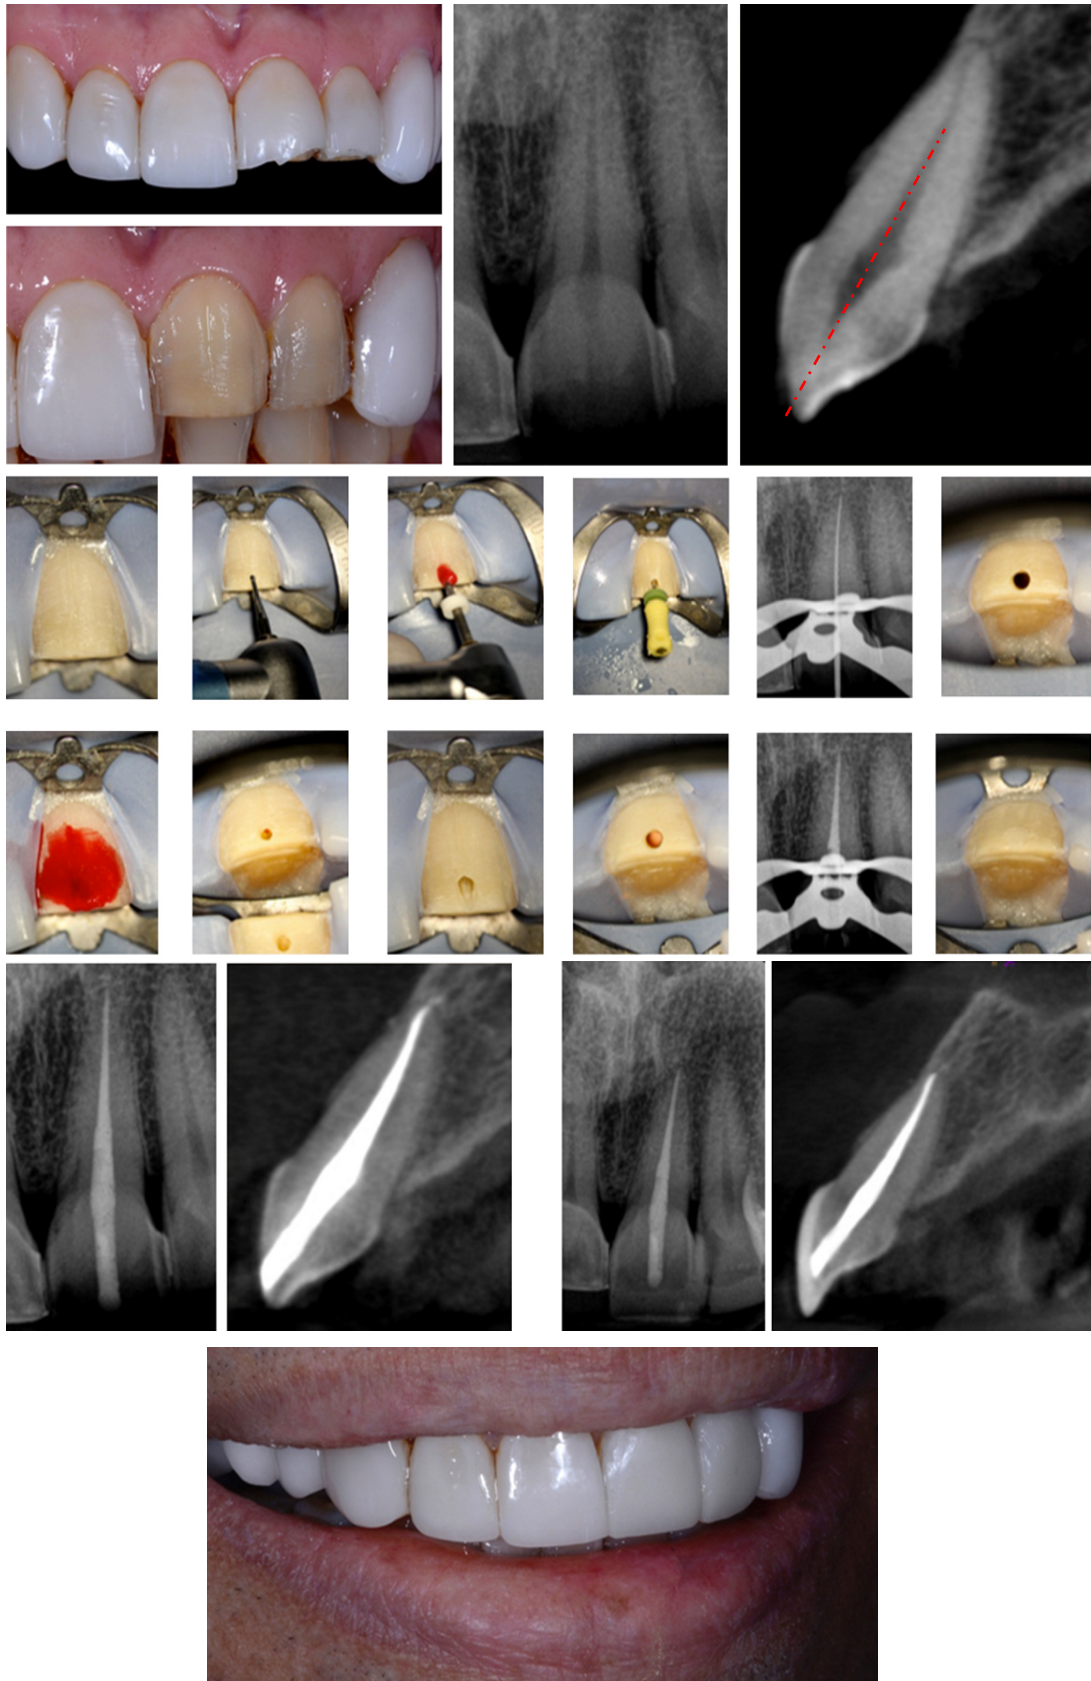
Photographies intra-buccales de la dent n°21 associées aux radiographies rétro-alvéolaires et coupes de CBCT mettant en évidence l'intérêt de l'abord vestibulaire dans ce cas. Cet abord est jugé plus judicieux pour le traitement endodontique de 21 car il respecte l'axe de la chambre pulpaire. Une facette sera réalisée à terme (source : Bóveda et Kishen 2015).
